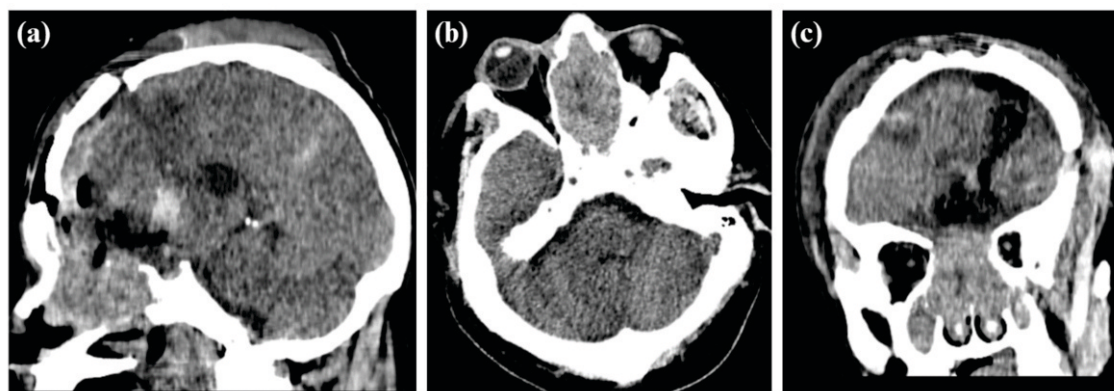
Tomografía cerebral sin contraste en planos sagital (a), axial (b) y coronal (c) que muestran una tumoración voluminosa expansiva en fosas nasales con mala interfase y extensión hacia nasofaringe y fosa craneal anterior, la masa condiciona remodelamiento de paredes óseas con zonas de reabsorción ósea a nivel de celdillas etmoidales y senos paranasales.
